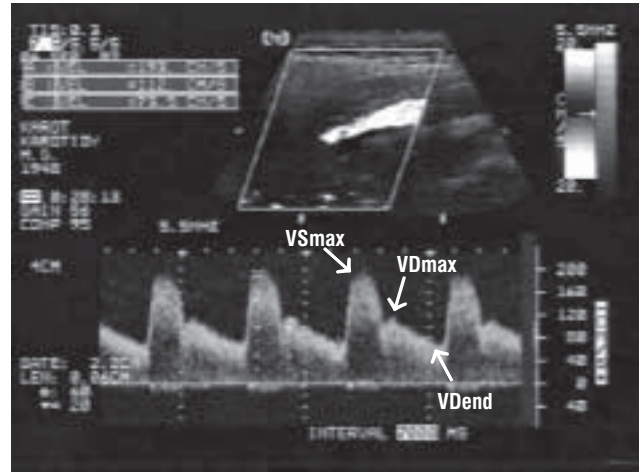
Physiological doppler signal in internal carotid artery – low resistance flow curve, normal velocities, no pathological turbulence
